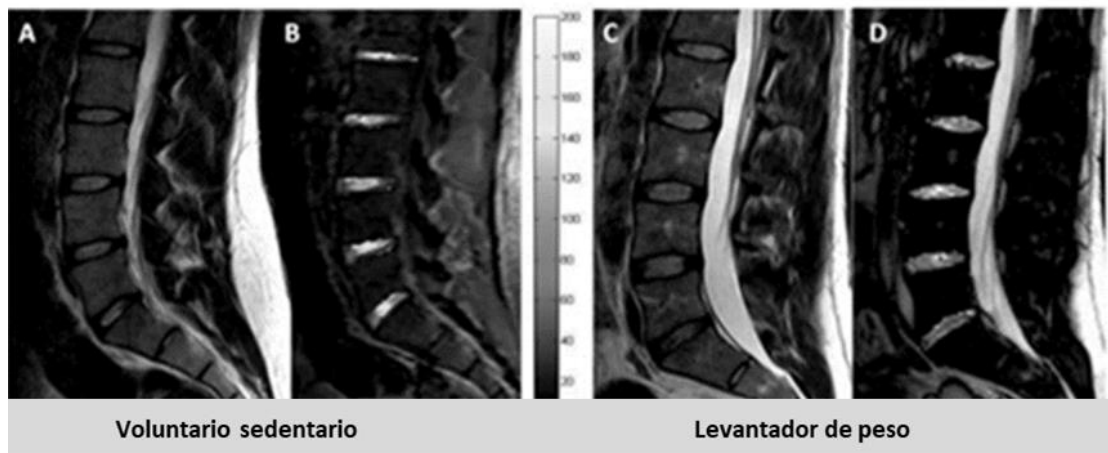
RM de columna lumbar, imágenes sagitales potenciadas en T2 (A y C) y mapa T1p superpuesto a la imagen T1p (B y D) de un hombre de 23 años con estilo de vida sedentario (A y B) y de un levantador de pesas de 19 años (C y D). Ambos sujetos muestran un disco no degenerado en imágenes potenciadas en T2 evaluadas como grado I de Pfirrmann. El análisis de mapeo de T1p muestra valores más bajos de T1p en los DIV del atleta en comparación con el control emparejado, debido a una mayor pérdida de proteoglicanos. Modificado de Vadalà y cols. Spine (Phila Pa 1976) 2014 (65).
